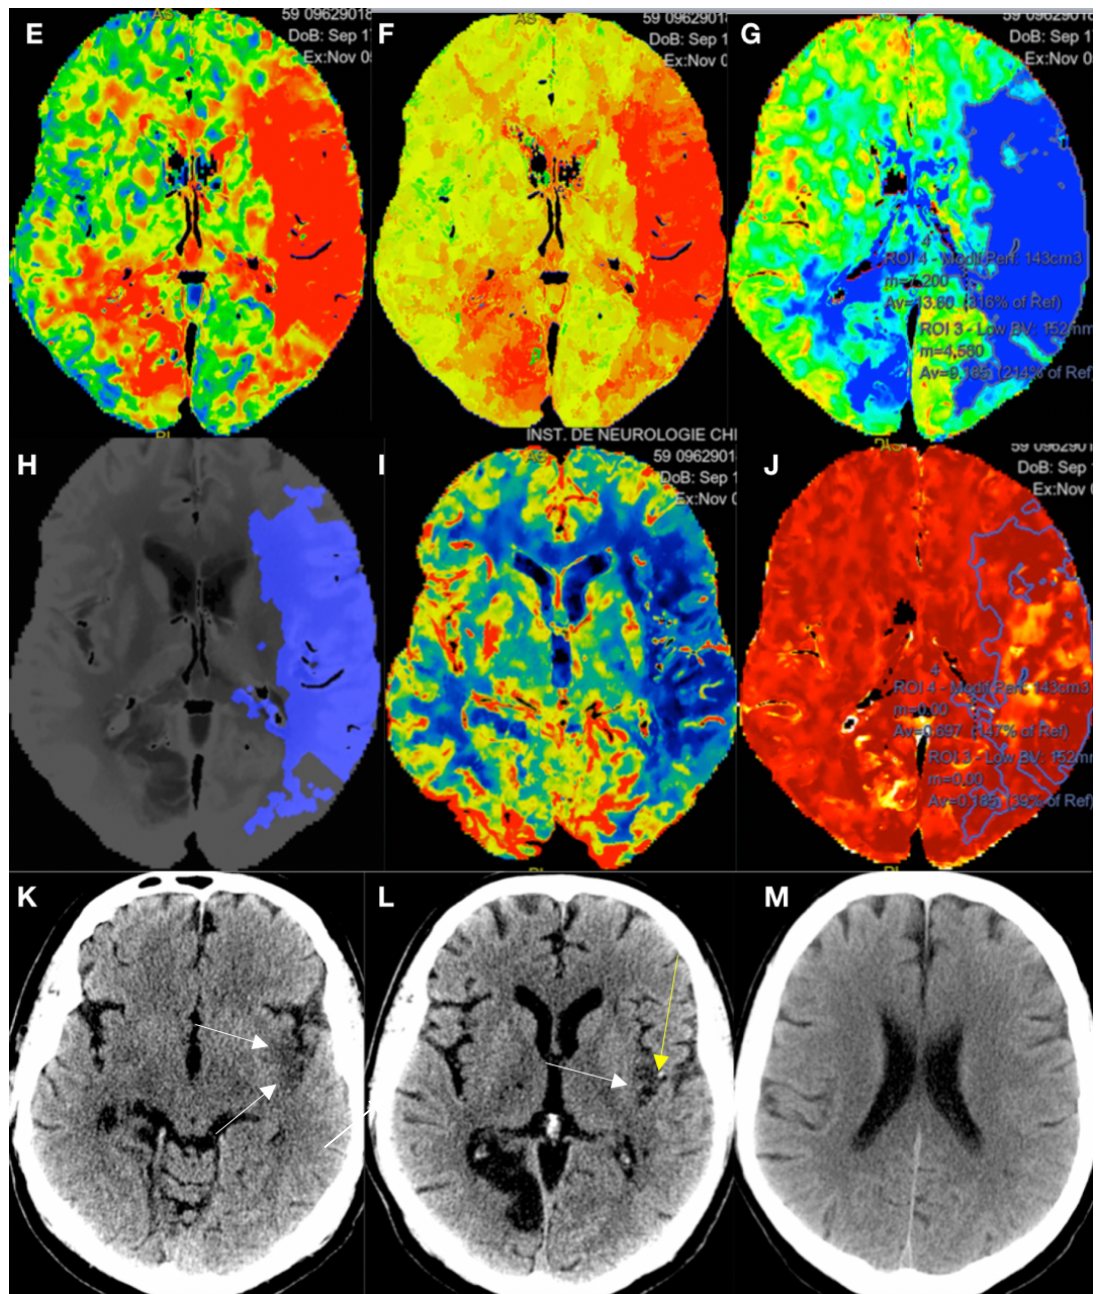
Același pacient în faza hiperacută – perfuzie prin tomografie de control în dinamică peste 2 zile.
